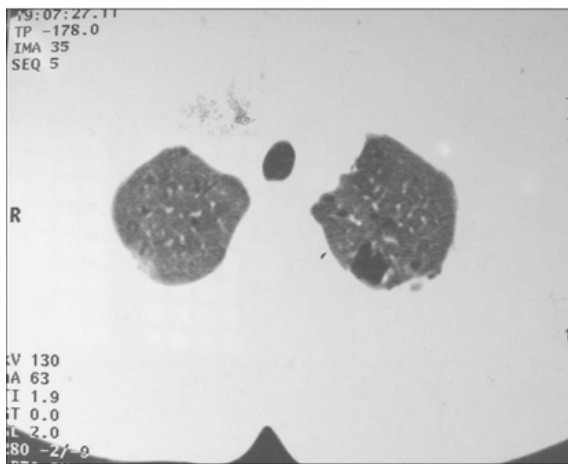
TC de Tórax. Quistes pulmonares bilaterales de tamaño variable y bulas apico basales bilaterales con severa afectación de la arquitectura pulmonar.
